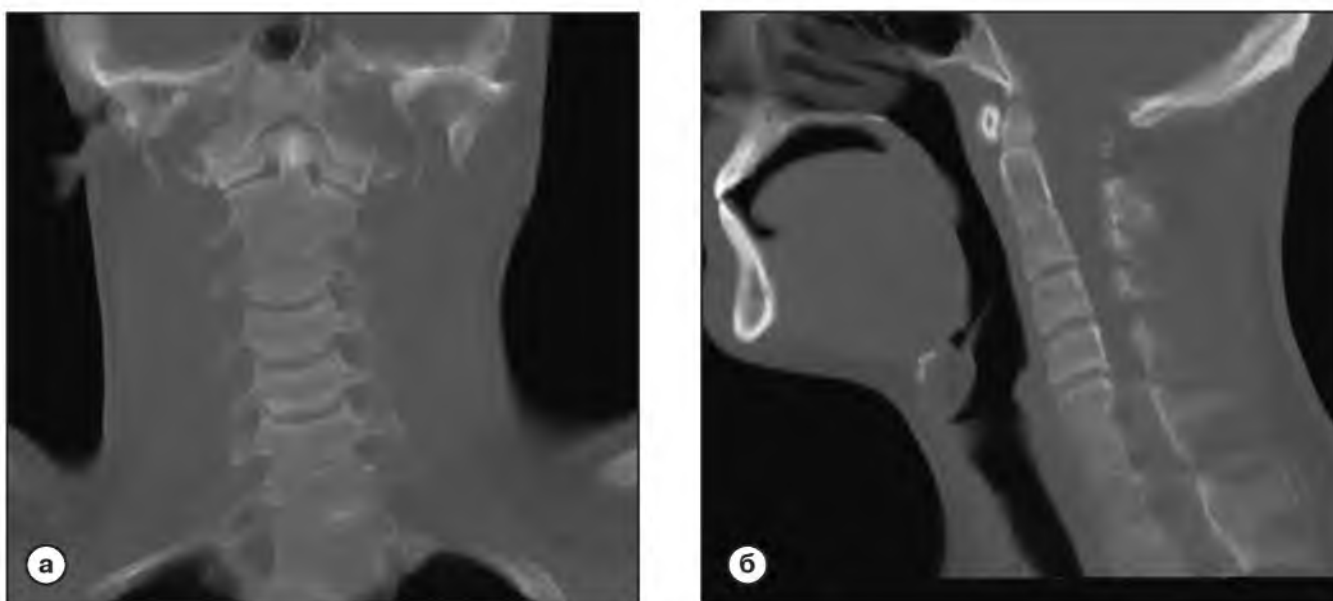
МСКТ шейного отдела позвоночника (с охватом челюстно-лицевой области), МПР, коронарная (слева) и сагиттальная проекция (справа). Определяется конкреценция С2-С3, С6-С7-Д1 позвонков, с наличием дополнительного полупозвонка слева, на уровне С7-Д1. Нарушение статики позвоночного столба (левосторонний сколиоз IV ст. на уровне С7-Д1; сглаженность физиологического шейного лордоза, с формированием кифоза в сегменте С5-6).
